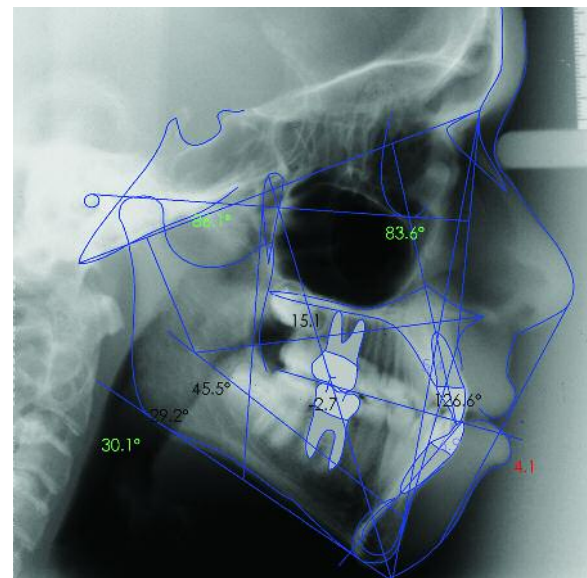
Telerradiografia e traçado cefalométrico pré-tratamento; 14 anos e 8 meses
